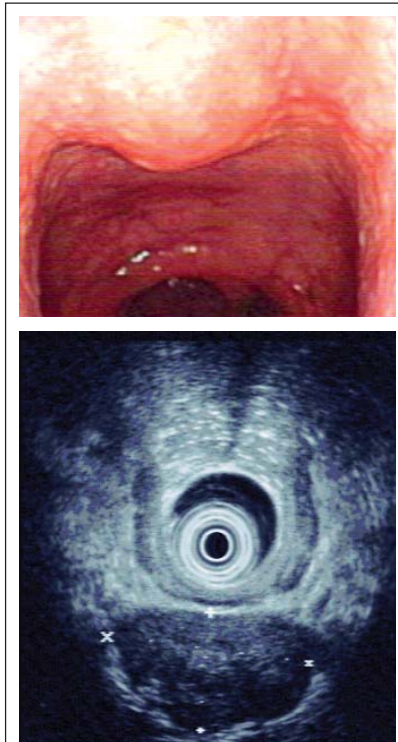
Endoskopischer und endosonographischer Aspekt des SMT 2005
